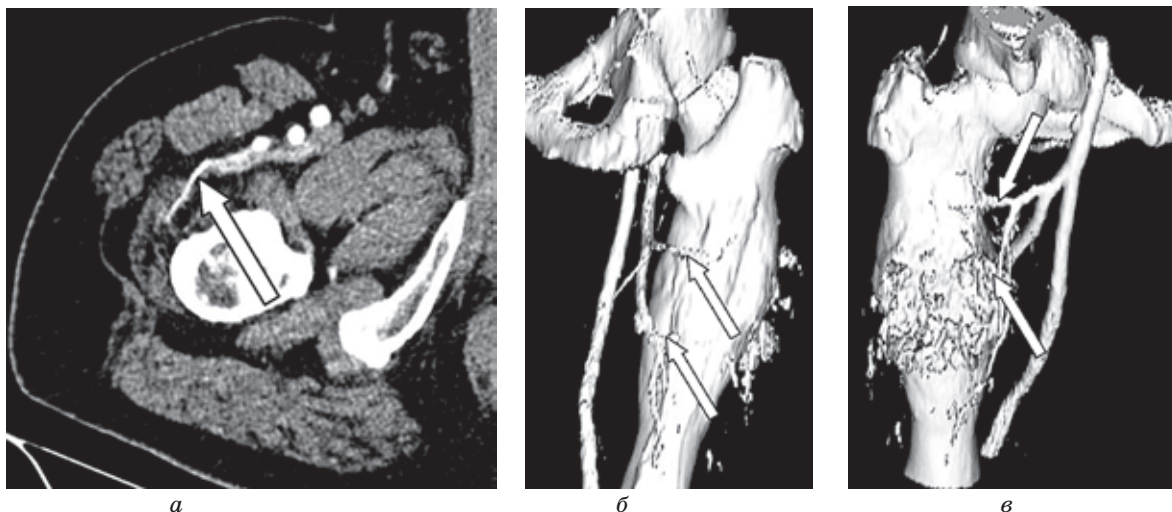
СКТ ангіограми пацієнтки П., 30 р. з діагнозом хондросаркома в/3 правої стегнової кістки $T_2N_0M_0$, II ст., II кл. гр.
